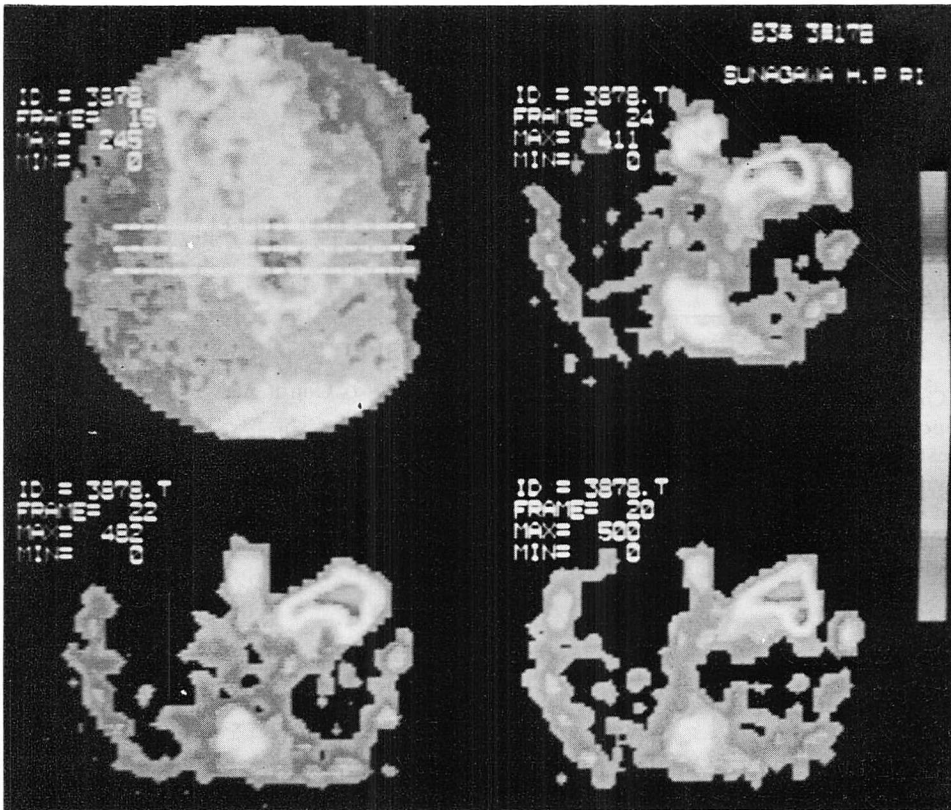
Two-dimensional technetium-99m pyrophosphate image (anterior projection) and transaxial tomographic images in a patient with anteroseptal infarction.
